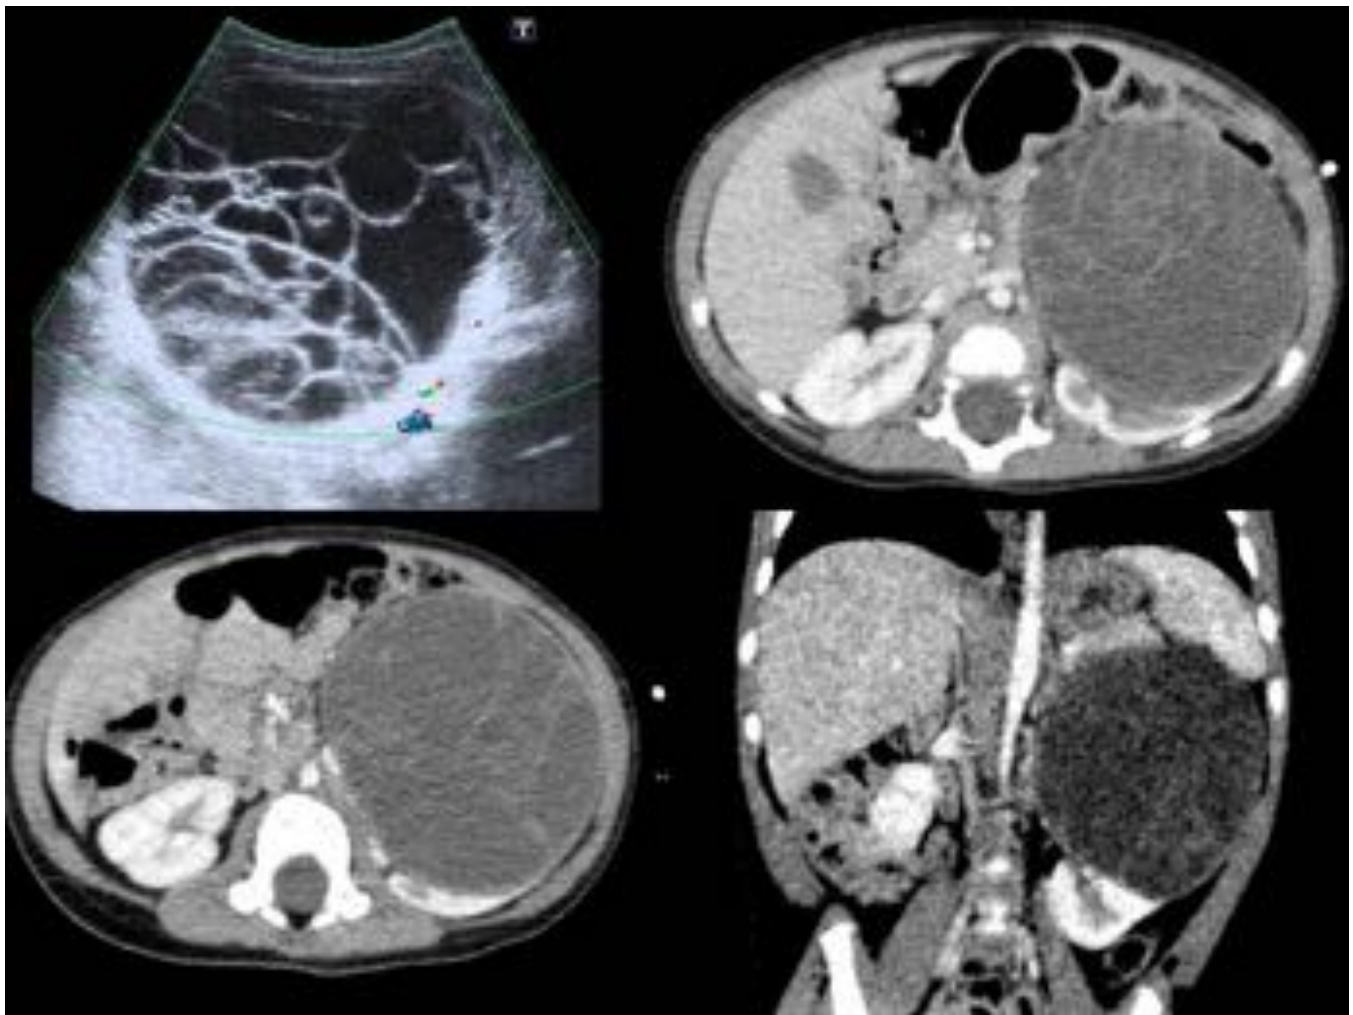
Nefroma quístico multilocular. Estudio de ecografía y TC. Lesión quística compleja con múltiples septos en su interior.
